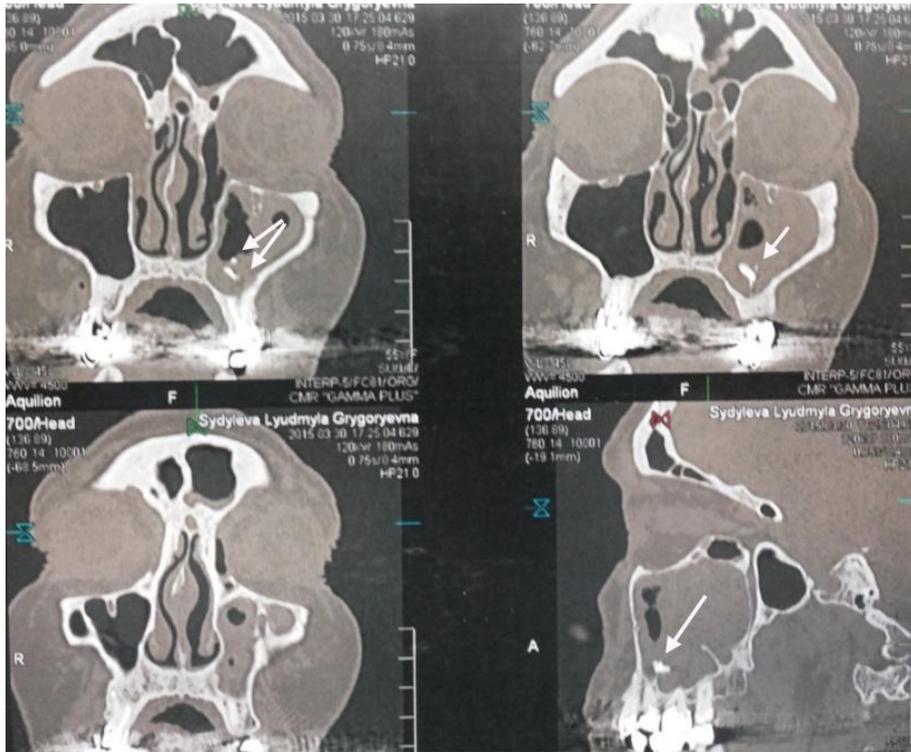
Конусно-лучевая компьютерная томография пациентки 55 лет, госпитализированной в стоматологический стационар по поводу обострения хронического верхнечелюстного синусита слева и наличия инородного тела в пазухе. Проведена операция «ревизия верхнечелюстного синуса», в ходе которой из пазухе удалены полипы и пломбировочный материал (указано стрелкой).
